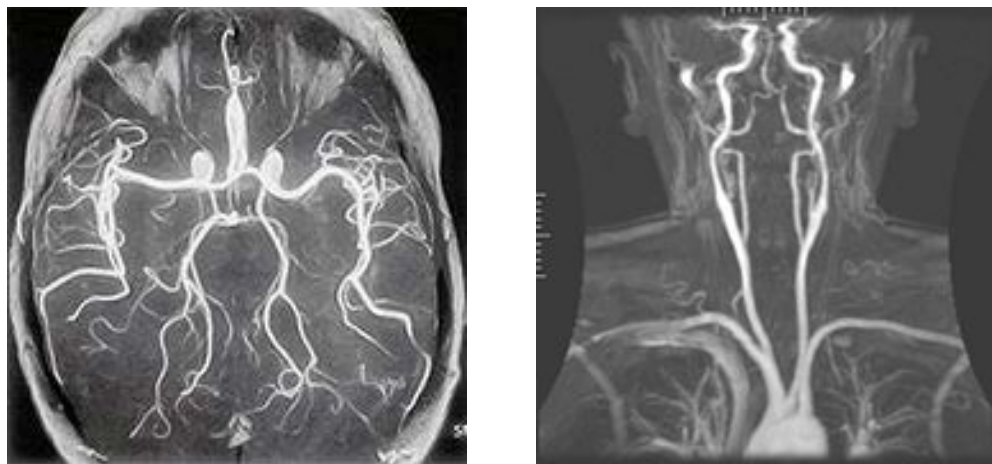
МРТ-ангіограми мозку і верхньої частини грудної клітки
